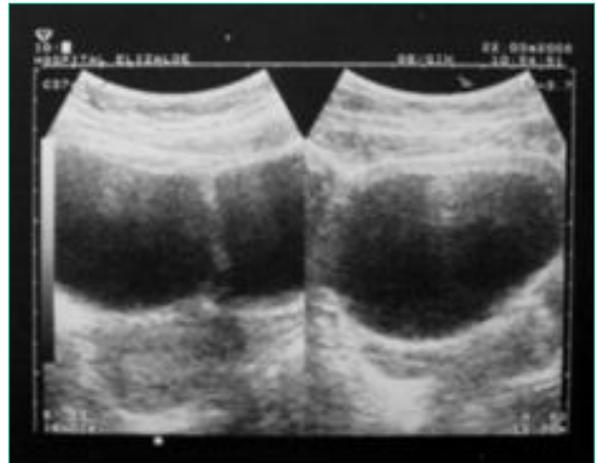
Ecografía (caso 1) que muestra una gran masa quística que desplaza el útero hacia posterior.
